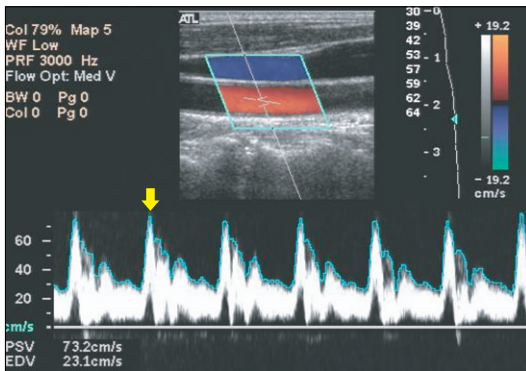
정상적인 총경동맥의 도플러 초음파도.
